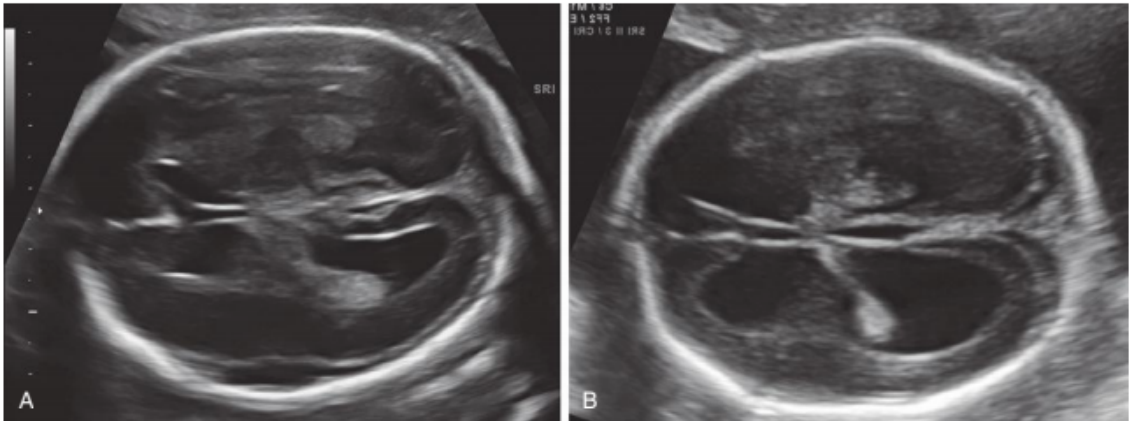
Ventriculomegalia lateral. A: moderada (11mm). B: severa (16 mm). En: *Norton ME, Scutt LM, Feldstein VA. Callen's. Ultrasonography in Obstetrics and Gynecology. Sixth Edit. Elsevier; 2017. 220–225 p.*
